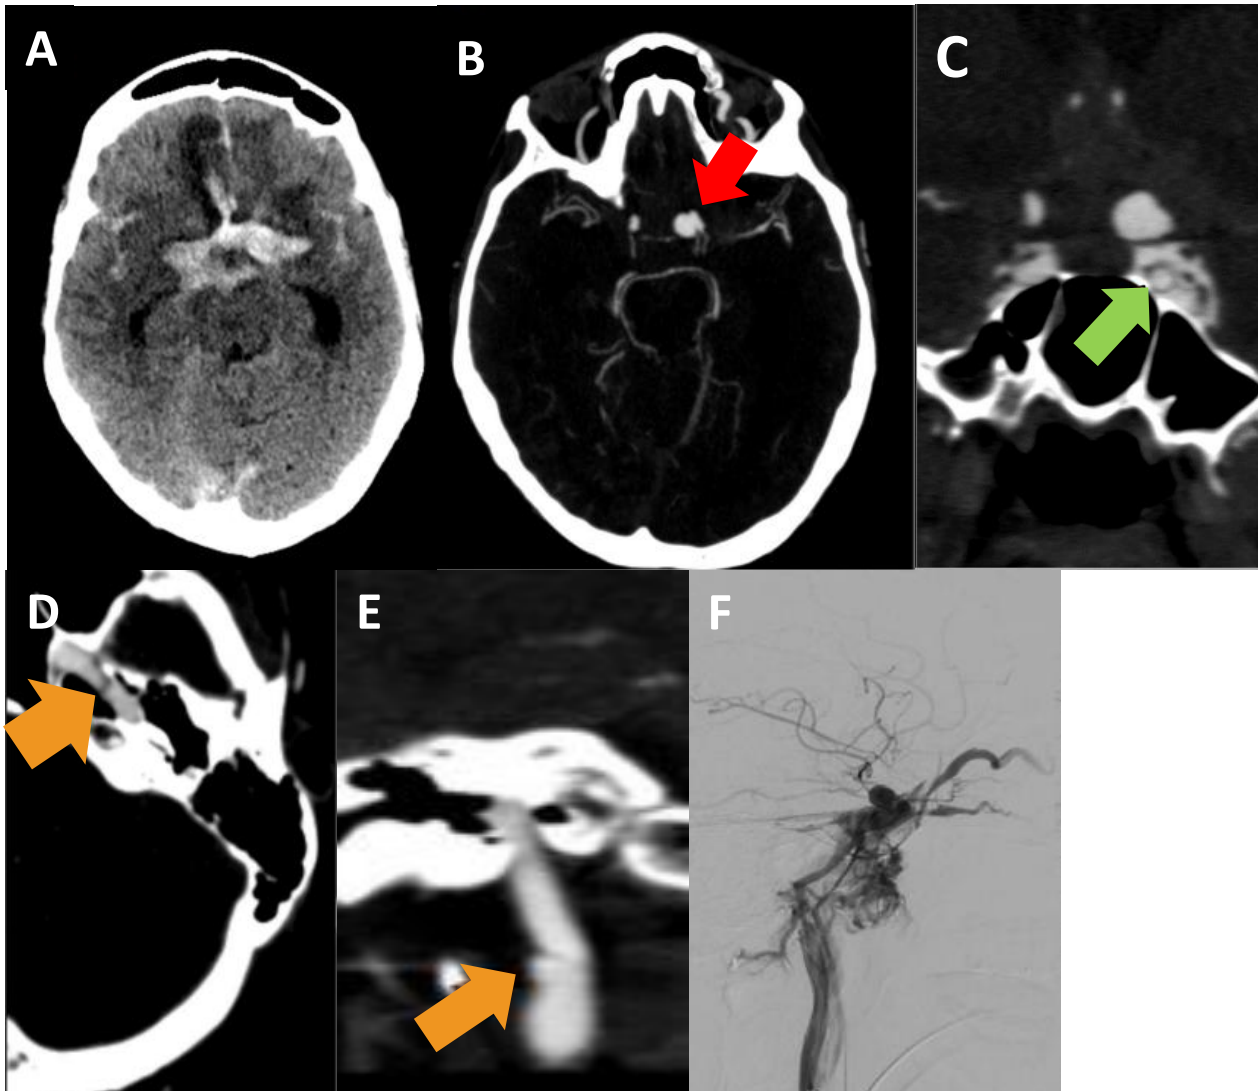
Mujer de 27 años con enfermedad de tejido conectivo que acude por alteración conductual, fiebre y disminución del nivel de conciencia. En el TC se observa una voluminosa HSA en cisternas basales y cisuras de Silvio (A). En ATC se observa una dilatación displásica de ACI izquierda (B, flecha roja) y dilatación del sifón carotídeo (C, flecha verde), así como disecciones de su segmento petroso (D, flecha naranja), y de ACI izquierda extracraneal (E, flecha naranja). En la Angiografía (F) se observa el hallazgo de dilatación displásica de ACI izquierda, así como una fístula carótido-cavernosa izquierda, todo en contexto de displasia fibromuscular, que finalmente se tratan mediante embolización.
